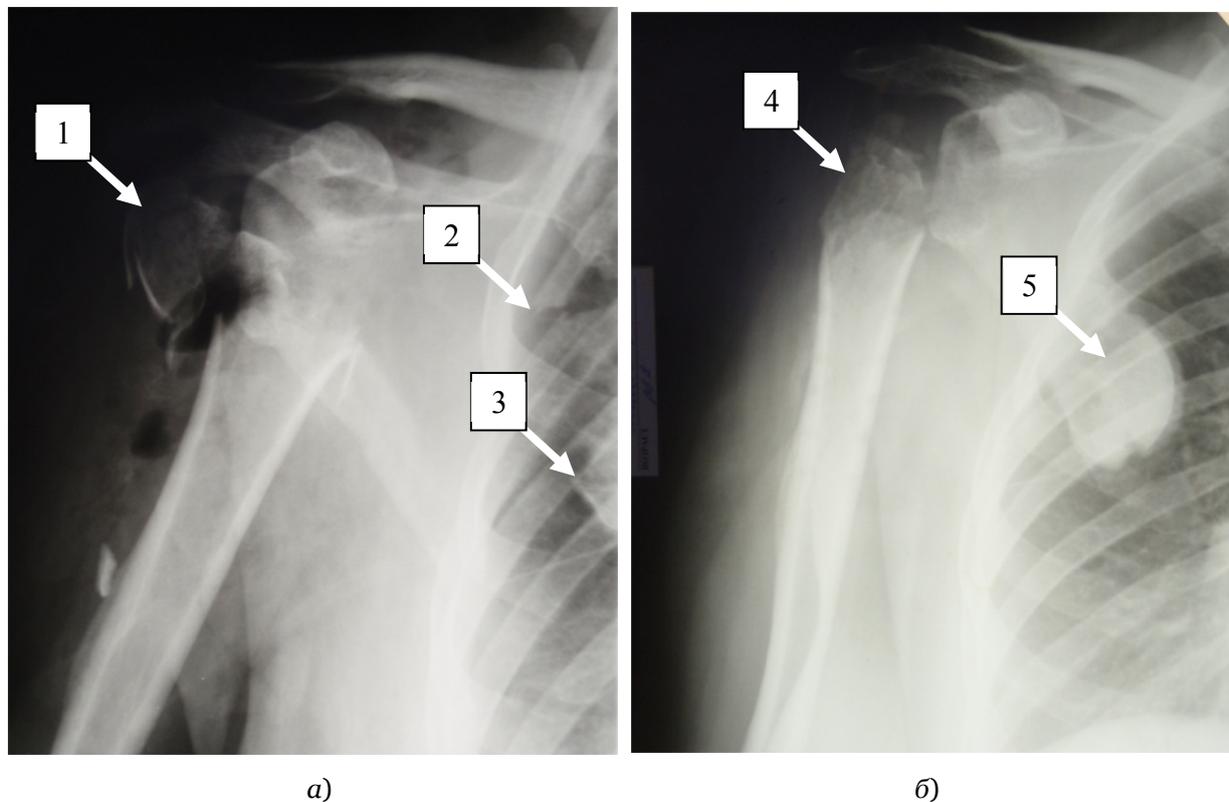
Рентгенограммы больной А:
